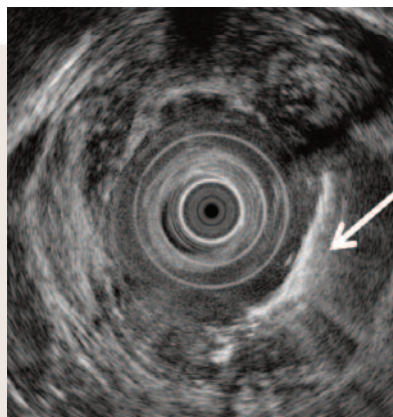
Fístula perianal en paciente con EC. La administración de agua oxigenada por el orificio fistuloso permite su visualización mediante la ecografía (flecha)
